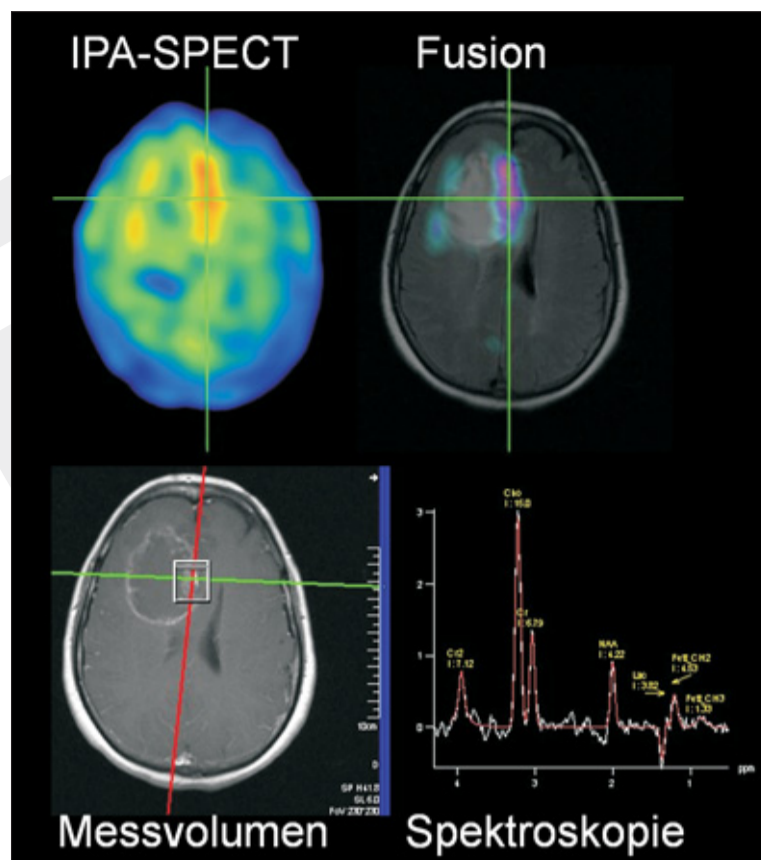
Charakteristische Befundkonstellation bei einer 60-jährigen Patientin mit einem rechts frontal gelegenen Glioblastom. Pathologisch erhöhte Aminosäure-Aufnahme in der IPA-SPECT, erhöhte Quotienten von Cho/NAA (3,56) und von Cho/Cr (2,21) als Hinweis auf einen hirneigenen Tumor.
